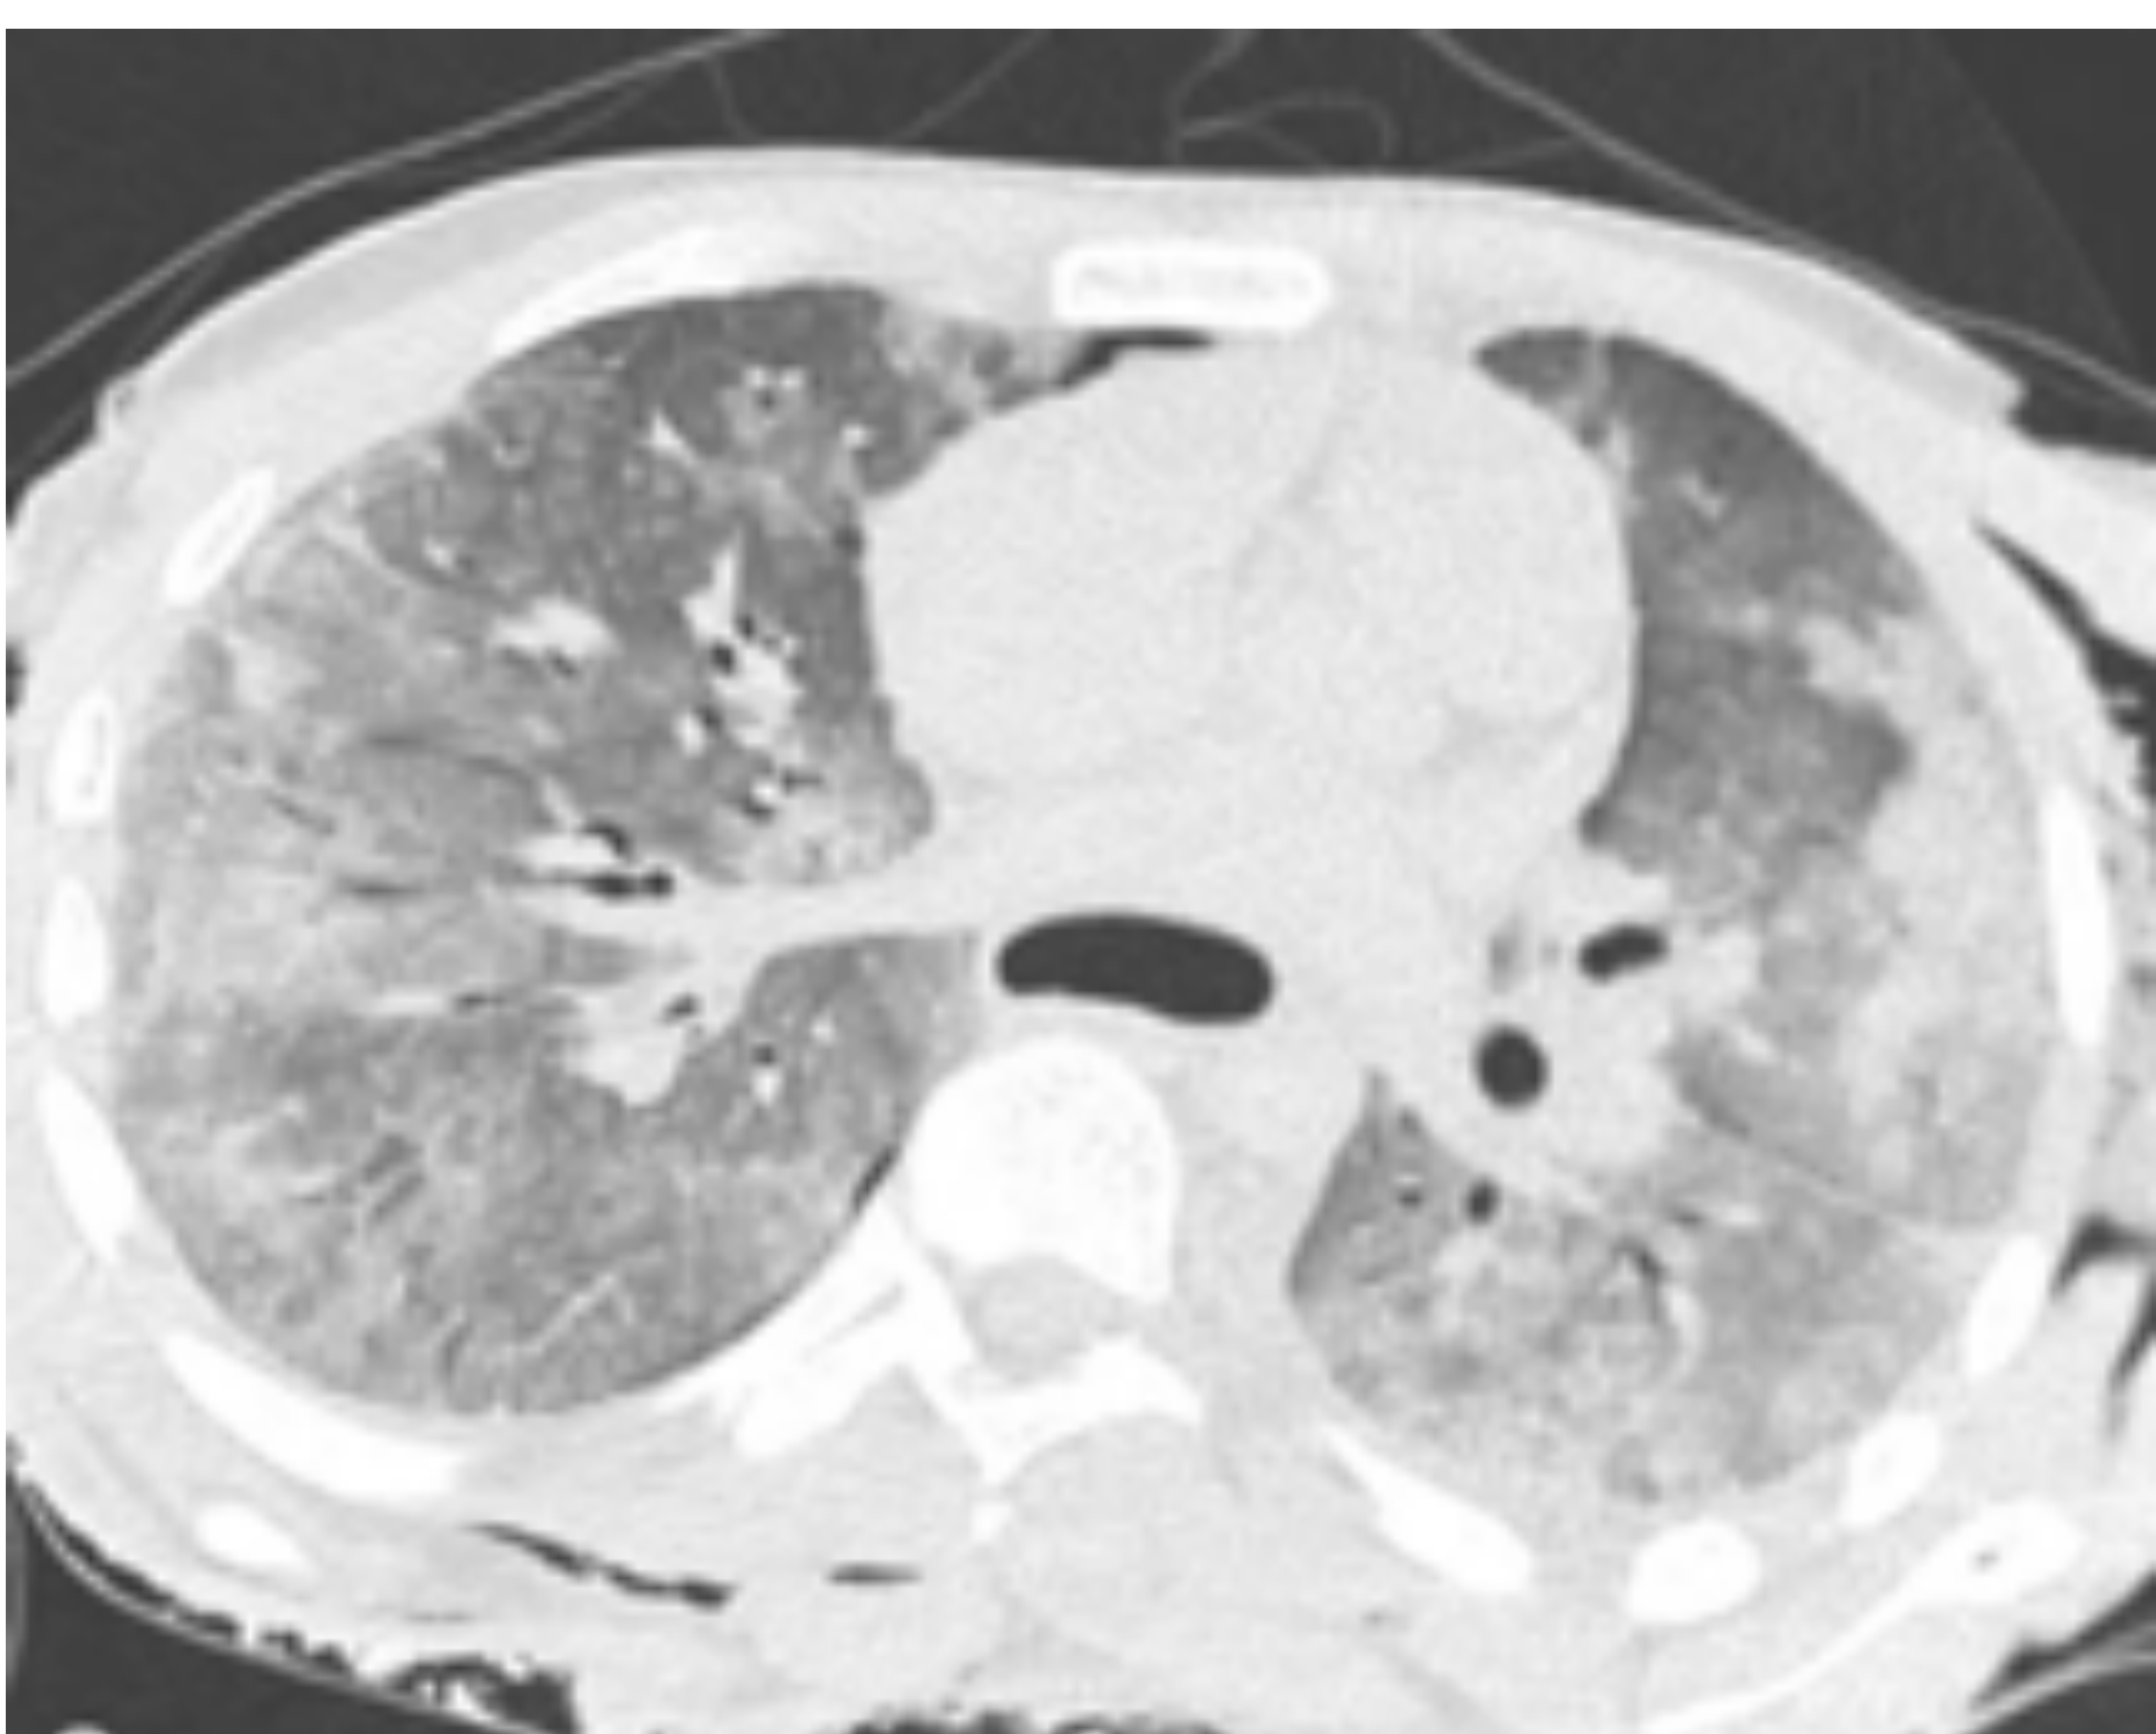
Referencia: Coty,J.B; Nedelcu,C; Yahya,S; ... Aubé,C; (2018). *Burned bodies: post-mortem computed tomography, an essential tool for modern forensic medicine. Insights into Imaging.*
